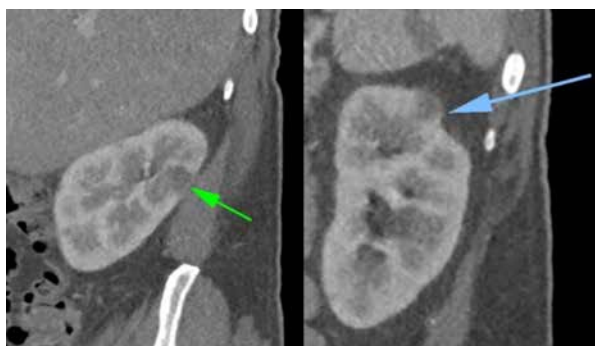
CT abdominal – abcese renale
